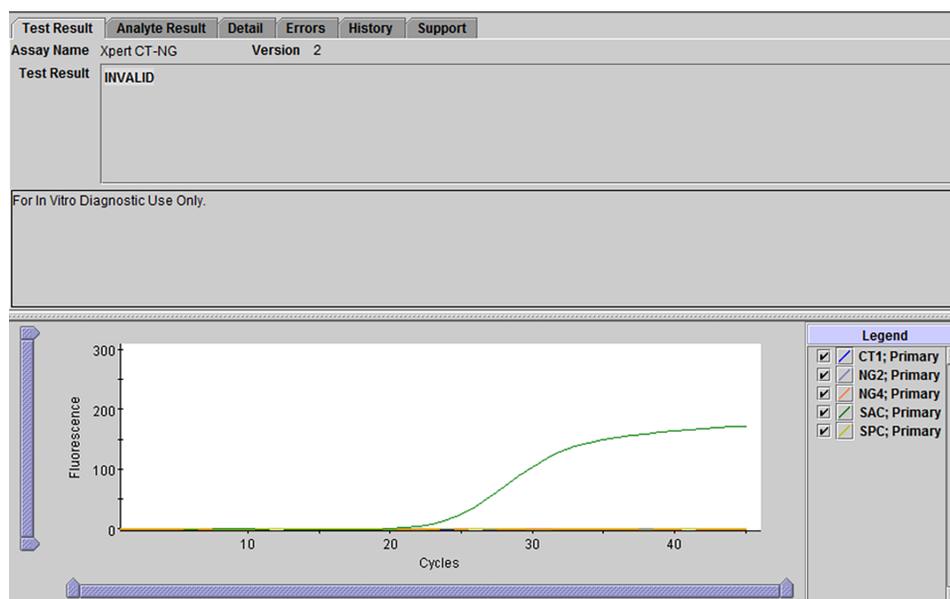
Xpert CT-NG - resultado Inválido
